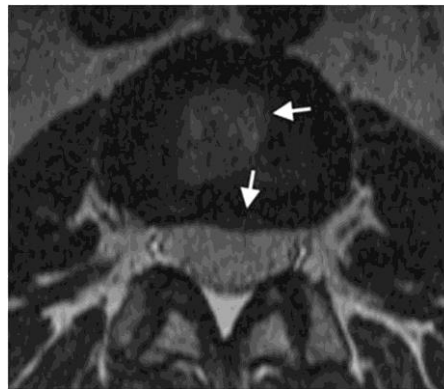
МРТ-візуалізація зміщення гіперехогенного пульпозного ядра (верхня стрілка). Нижня стрілка показує маленьку протрузію (близько 2 мм) диска С4-С5.
